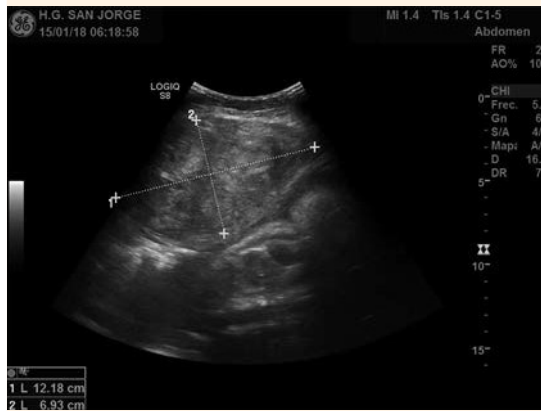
Ecografía abdominal al ingreso que muestra una masa ecogénica compatible con hematoma de pared abdominal.
